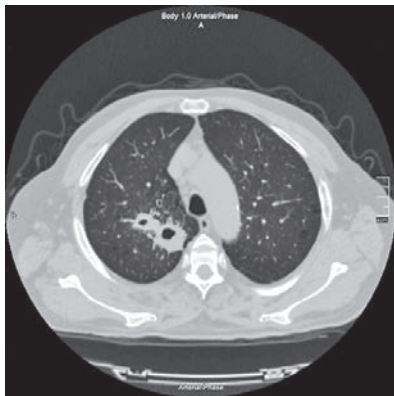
Аксіальний зріз КТ ОГК хворого П.
